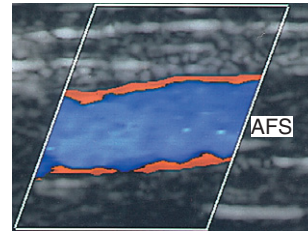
Das Farbdopplerbild zeigt den in einer gesunden A. femoralis superficialis gleichzeitig vorliegenden Vor- und Rückwärtsfluss. Rot kodiert den Vorwärtsfluss nahe der Gefäßwand, Blau zeigt den Rückfluss in der Gefäßmitte an.
